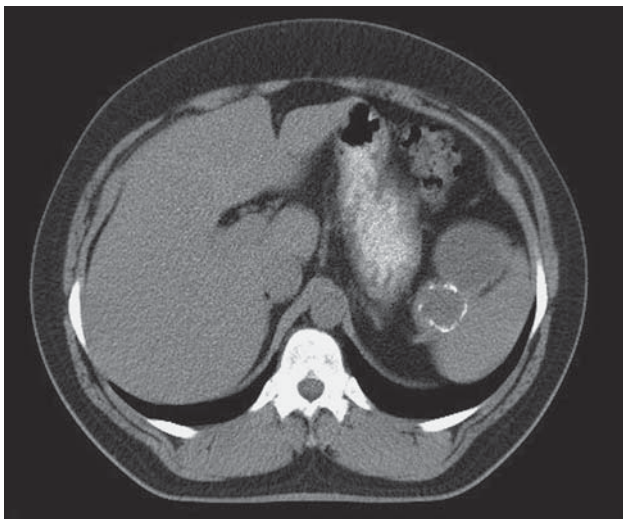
Компьютерная томограмма. Эхинококковая киста селезенки.
